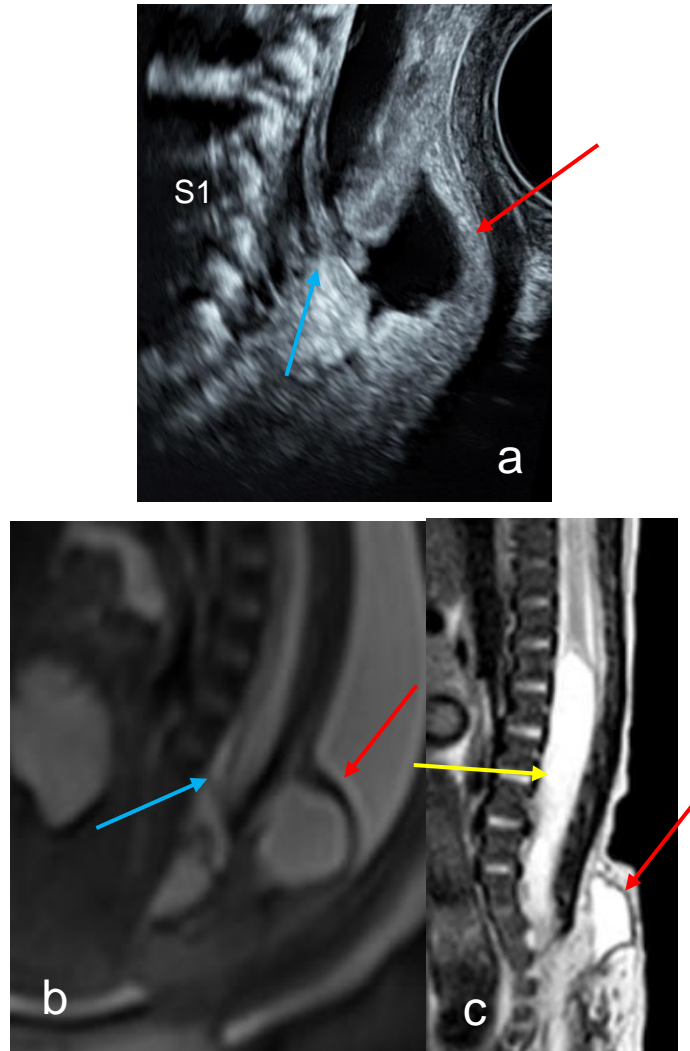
Echographie diagnostique à 26 SA coupe sagittale sur le rachis lombo-sacré (a) (remerciements au Pr HOUFFLIN-DEBARGE), décrivant une masse postérieure des parties molles lombo-sacrées liquidienne pure à paroi épaisse (flèche rouge) en continuité avec le plan cutané, sans racine nerveuse. La moelle (flèche bleue) se dirige vers cette masse liquidienne et est en position basse, évoquant le diagnostic de myélocystocèle terminale. L'IRM fœtale à 30 SA + 2 jours en coupe sagittale en pondération T2 (b) retrouve les mêmes éléments avec une étude de la moelle moins contributive. Le bilan post-natal par IRM à 6 jours de vie (c) confirme le diagnostic de myélocystocèle terminale mais en diagnostiquant une volumineuse cavité syringomyélique sus-jacente (flèche jaune).
